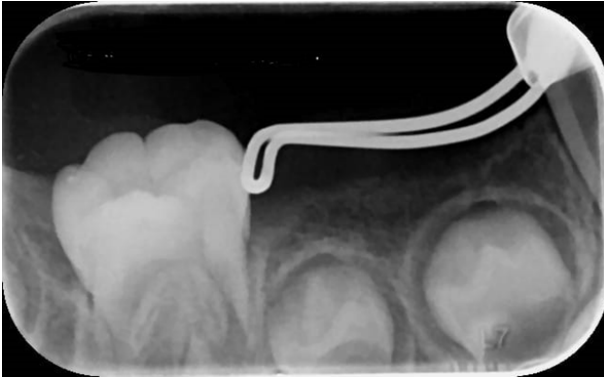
Radiografía dentoalveolar inferior derecha, se observa zapato distal en contacto con la cara mesial del primer molar primario.
